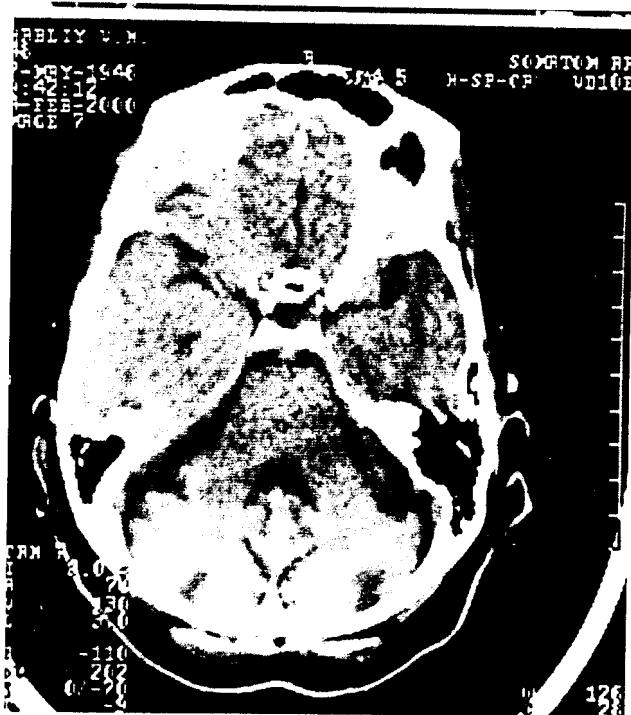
Компьютерная томограмма больной с подострой парапластической атаксией. Отмечаются признаки дегенерации мозжечка с истончением борозд и расширением третьего желудочка.
